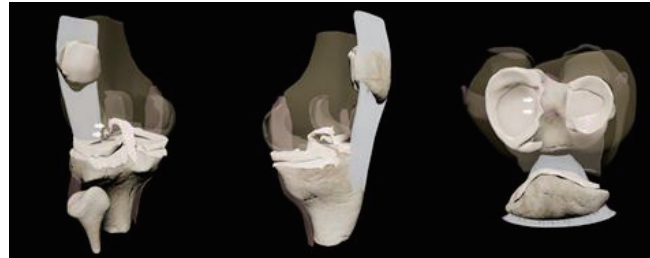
Head mounted display를 통해 시각화한 가상현실 영상속 슬관절 MRI
